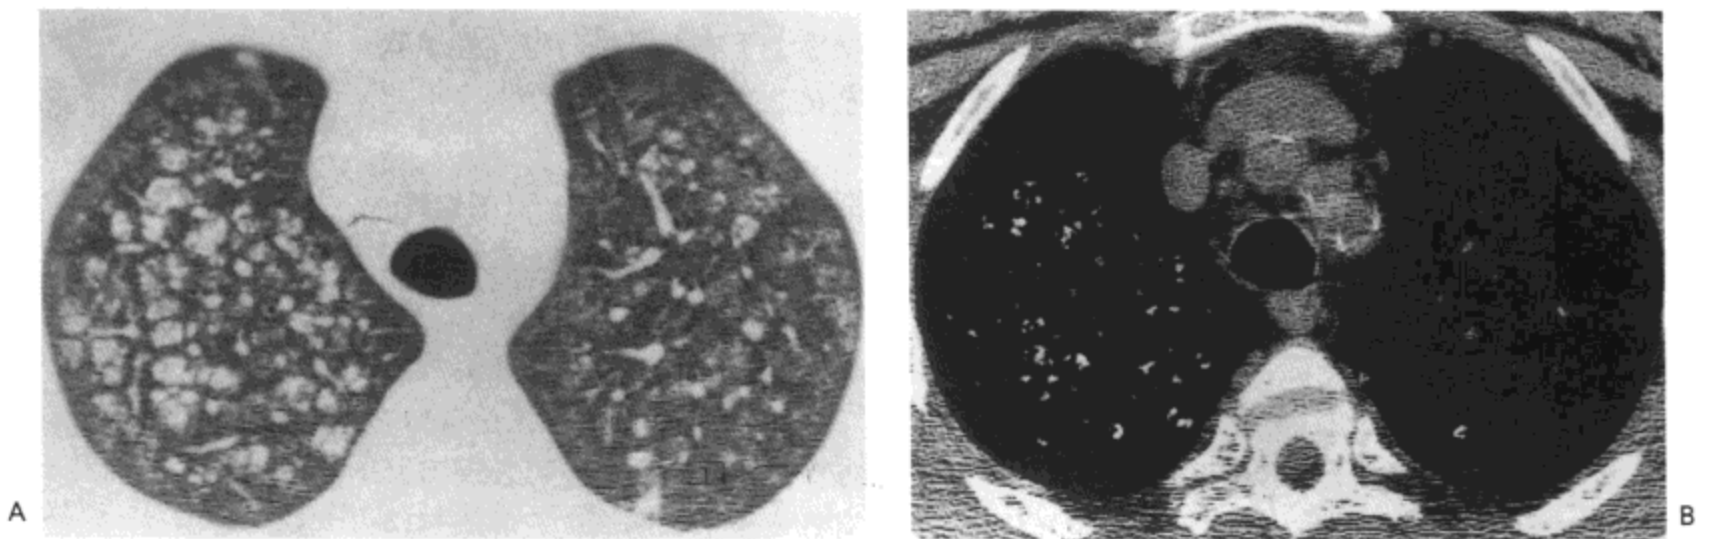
转移性肺钙化。A: 高分辨率CT示双上肺界限模糊的结节影与局限性磨砂玻璃影。B: 软组织窗显示结节影内的钙化灶。病人女，42岁，患慢性肾衰。
